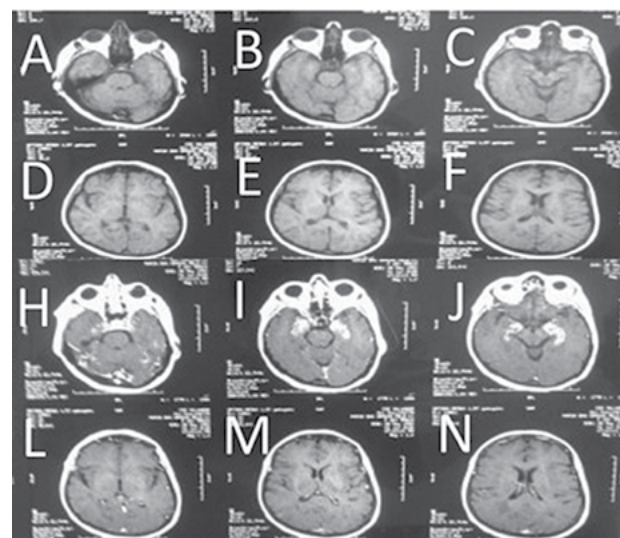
Paciente de 65 anos que esteve internada com encefalite autoimune em 2015 no Serviço de neurologia do Hospital Santa Izabel, com encefalite límbica. Ressonância magnética do crânio ponderada em T1 sem gadolínio (Sequência A-F) e com gadolínio (Sequência H-N), demonstrando uma importante captação em lobos límbicos bilateralmente.
